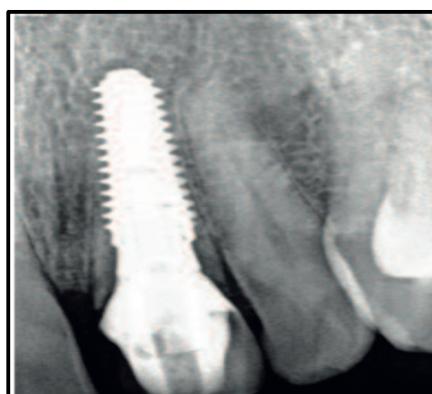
Radiografia Periapical do implante após 1 ano
